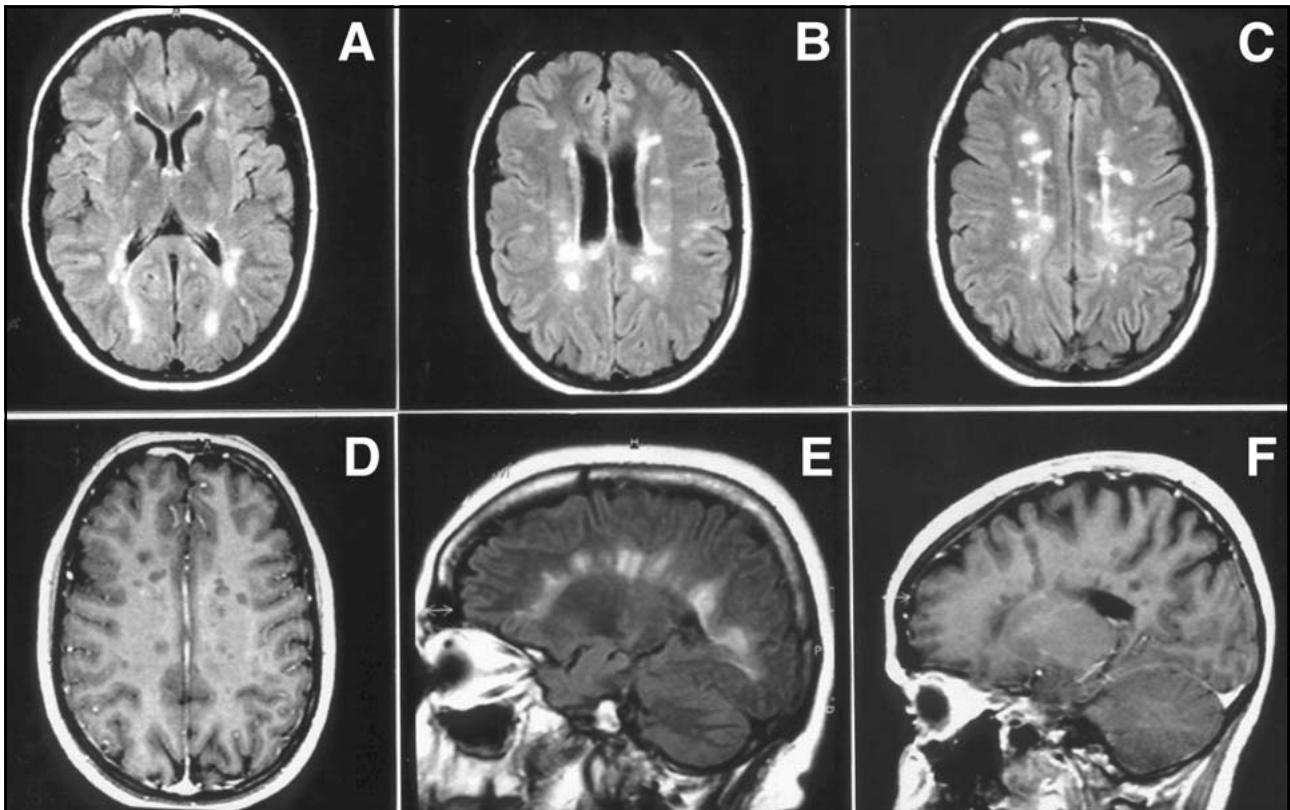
FSM, feminina, 22 anos. a, b e c - cortes axiais ponderados na seqüência FLAIR mostram grande quantidade de placas de desmielinização na substância branca peri-ventricular, corpo caloso e centros semi-ovais. d - corte axial ponderado em T1, após injeção endovenosa do contraste paramagnético (Gadolinium - DTPA), não mostra realce significativo das lesões. e e f - cortes sagitais ponderados na seqüência FLAIR e T1 sem contraste, respectivamente, para mostrar as radiações típicas das placas de desmielinização situadas no corpo caloso.
